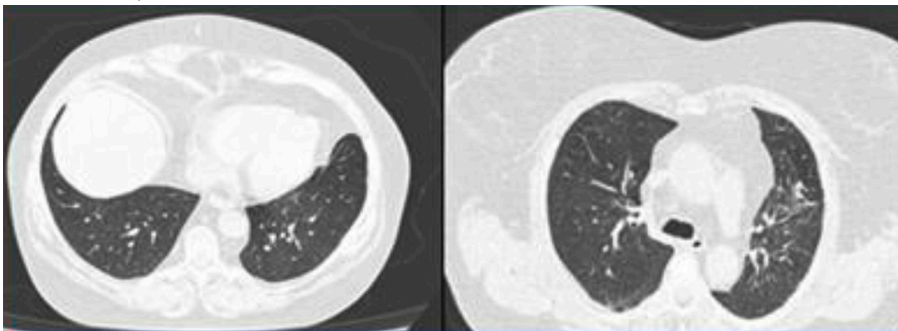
Tomografía de tórax realizada a los 90 días que evidencia franca mejoría de los infiltrados pulmonares
